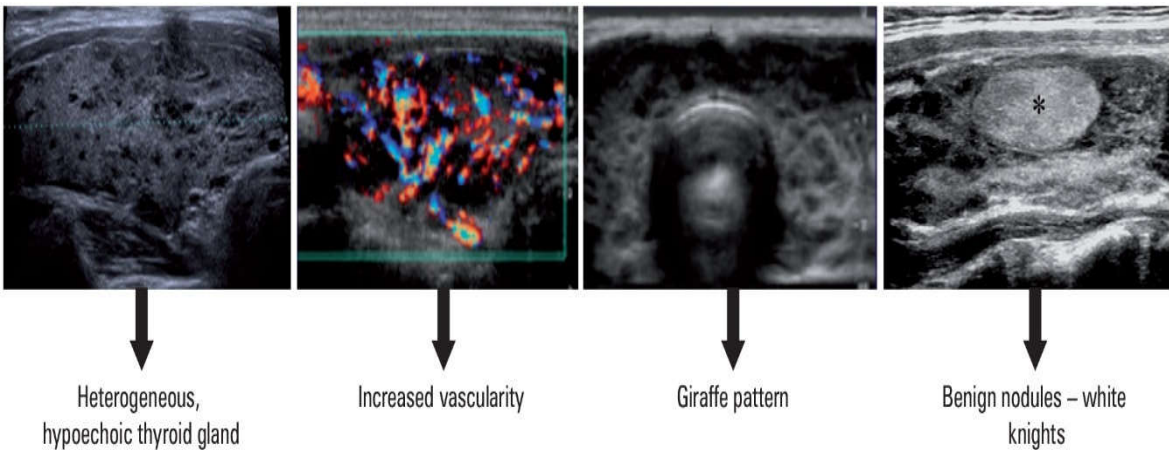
Aspect sonographique de la thyroïdite de Hashimoto (Anderson, Middleton, Teefey, et al. (2010))
